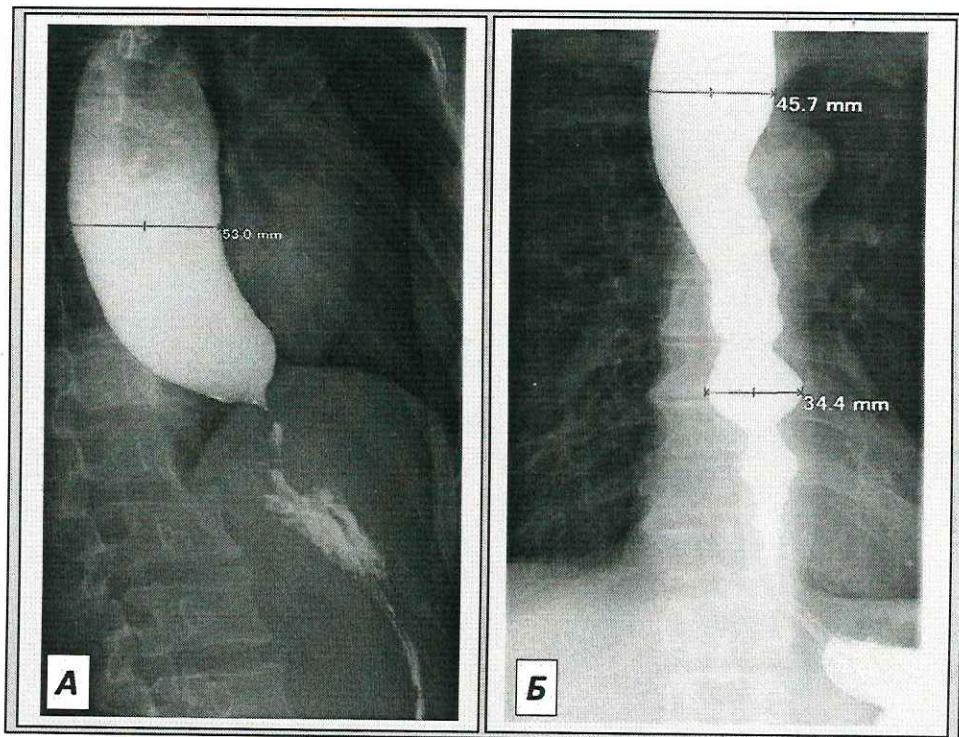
Рентгенологическая картина ахалазии пищевода при I (А) и III (Б) типах по Чикагской классификации.
